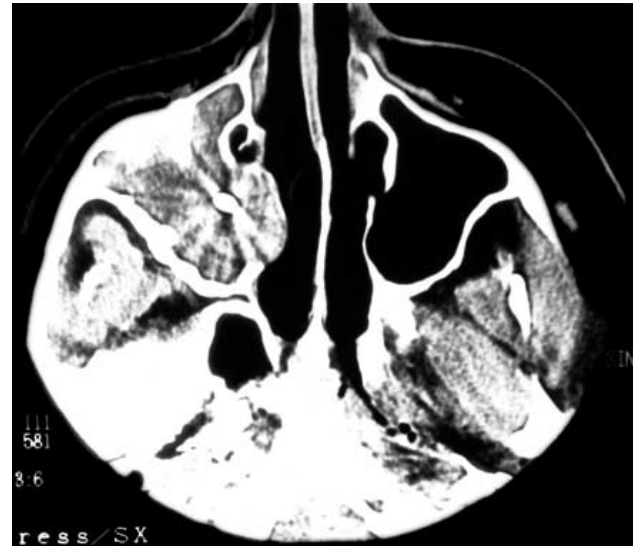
КТ в аксиальной проекции. Правосторонний грибковый синусит. Правая верхнечелюстная пазуха заполнена мягкотканым содержимым, пролабирующим в средний носовой ход, с наличием в центре высокоплотного грибкового тела. Стенки пазухи утолщены.
